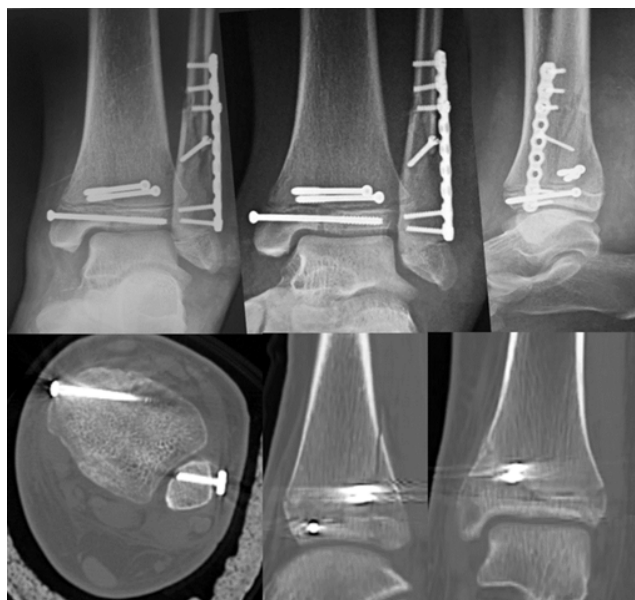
Radiografía simple y Tomografía computarizada del Postoperatorio inmediato
